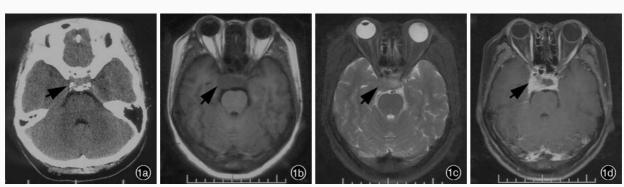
头部影像学检查所见 1a 横断面 CT 显示,右侧海绵窦轻度增宽(箭头所示) 1b 横断面 T_iWI 显示,鞍区和右侧海绵窦区 异常信号影,呈等信号(箭头所示) 1c 横断面 T_iWI 显示,鞍区和右侧海绵窦区异常信号影,呈等信号(箭头所示) 1d 横断面增强 T_iWI 扫描病灶呈明显强化(箭头所示)
